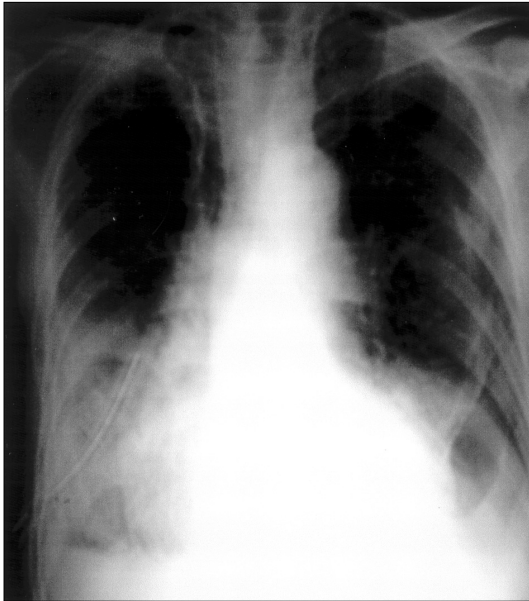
Chest roentgenogram 2 days after the first application of OK-432. The right pleural effusion was remained.
